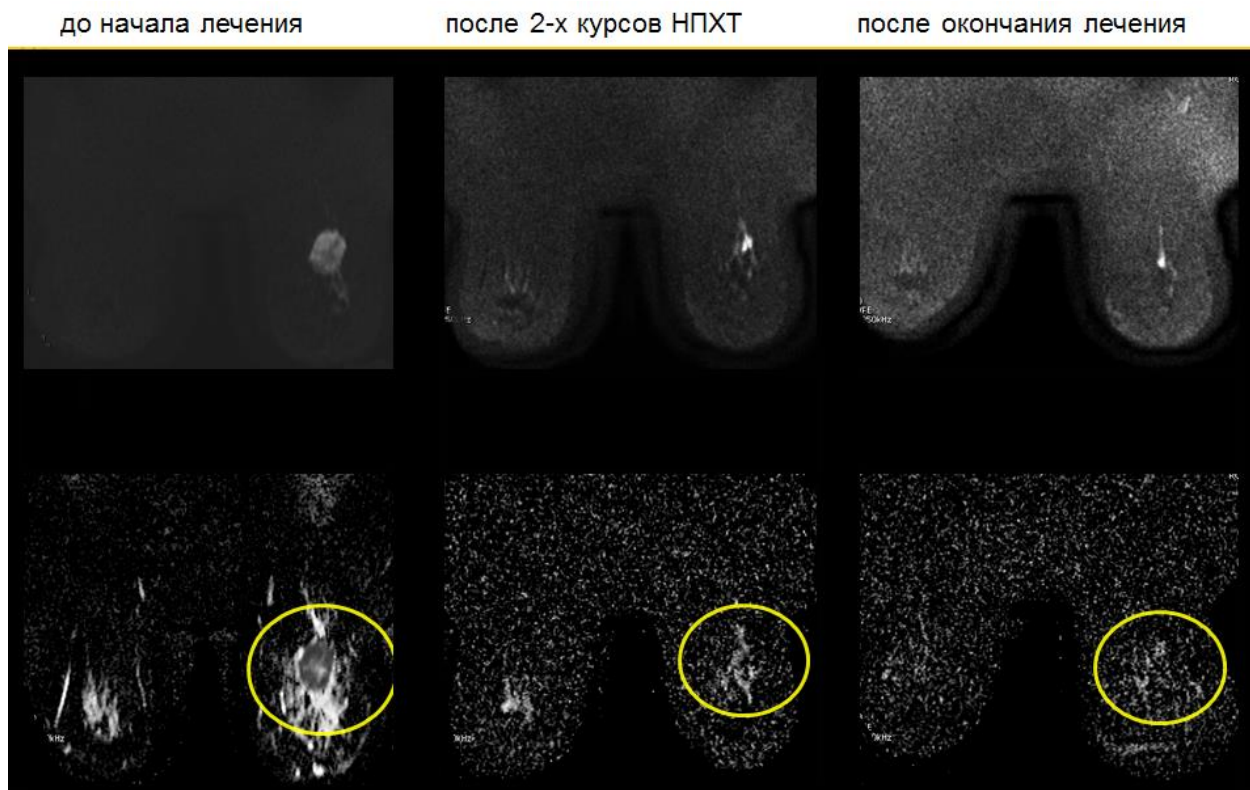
Динамика диффузионно-взвешенных изображений в процессе НПХТ. Изменение размера опухолевого узла в процессе НПХТ по данным МРТ молочных желез с контрастированием и МР-диффузии (на 3-х этапах исследования: 1) до начала химиотерапии, 2- после 2-х курсов химиотерапии, 3- перед операцией). Положительная динамика.
